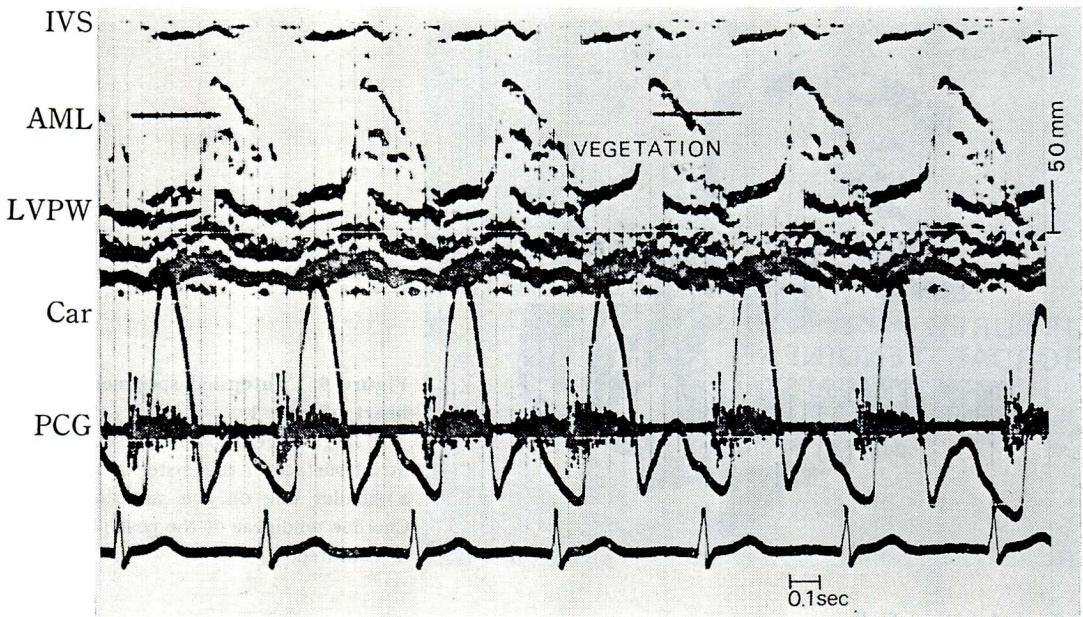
Echocardiogram of case 1
